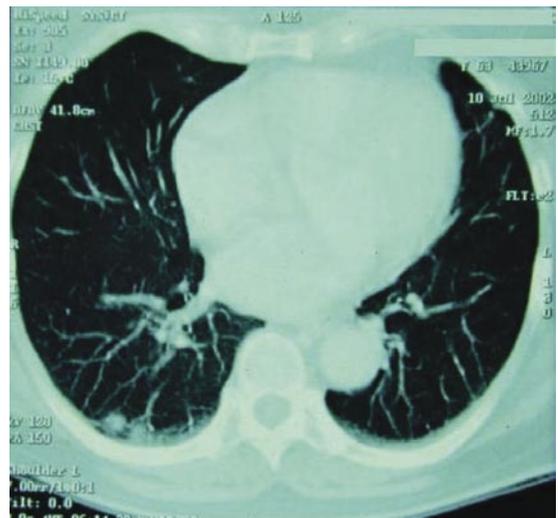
TAC de tórax del 2002, con múltiples nódulos adyacentes a la pared posterior.
